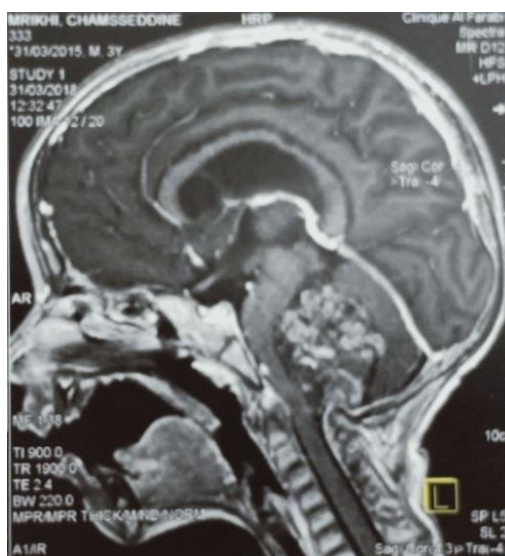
IRM d'un Tératome de la FCP chez un enfant de 3ans coupe sagittale en T1 avec gadolinium rehaussement hétérogène de la lésion.
